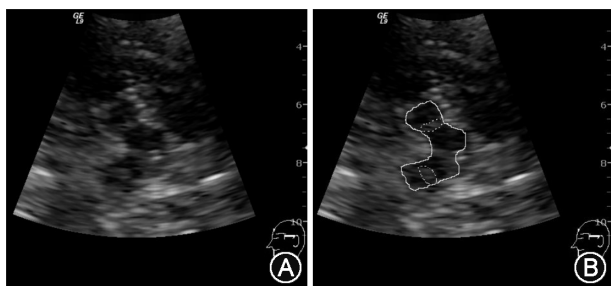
经颅脑实质超声探测的异常中脑层面图。A. 帕金森病患者, TCS 检查见中脑黑质区Ⅲ级扩大的异常高回声信号, 中缝核连续; B. 所示中脑的轮廓线和黑质异常高回声信号的轮廓(虚线)
